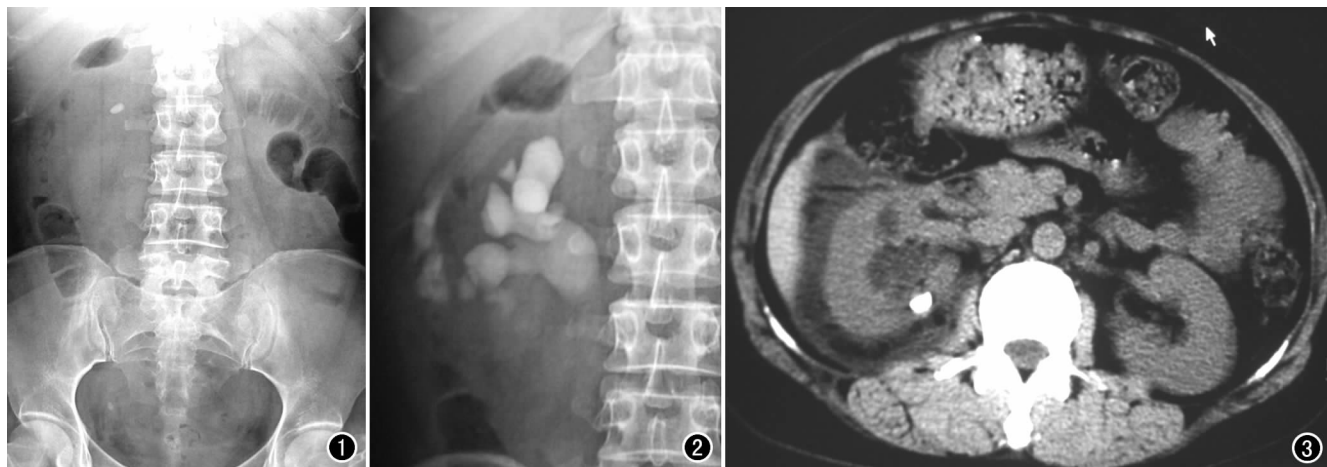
肾尿路平片示右肾区见一长条形结石影;右输尿管下段走行区见一结石影。图2 静脉肾盂造影示注入对比剂后,右肾周围见对比剂自右肾下盏向外扩散,并逐渐增多;肾尿路平片上所示结石位于右肾盂外。图3 CT平扫示右肾体积增大,右肾盂、肾盏扩张,右肾周外侧脂肪间隙、肝肾间隙、右肾后筋膜与腹壁间均见积液。右肾实质内见一结石影,并部分突出肾轮廓外。
